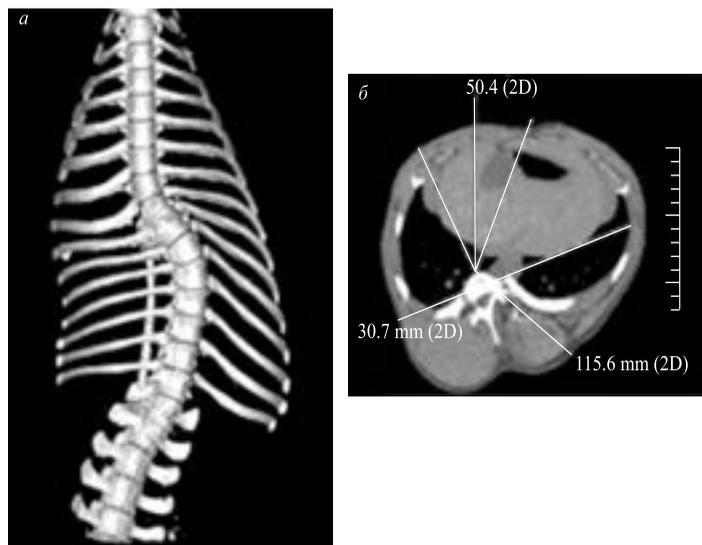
Модель раннего сколиоза у свиньи Ландраса, индуцированная задней асимметричной спинно-мозговой привязью: переднезадний рентгеновский снимок (а), корональная компьютерная томография позвоночника и грудной клетки (б) [23]
